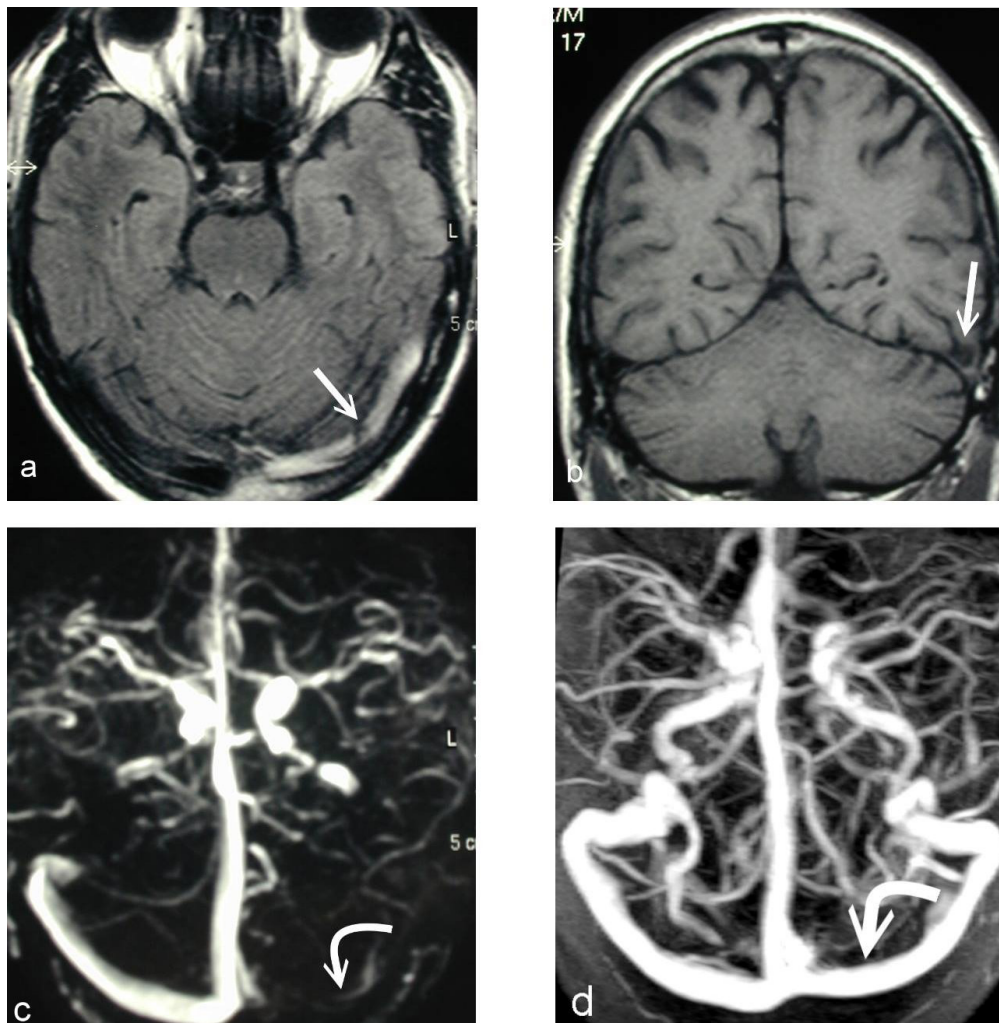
Externe MR-Bildgebung (a-c) incl. 2D TOF-MRV (c) sowie ec 3D-MRV (d) bei einem 43-jährigen Patienten, zugewiesen mit dem V.a. auf Sinusvenenthrombose. (a-b) Erhöhte Signalintensität (Pfeil) in der FLAIR-Sequenz (a), fehlendes Flow-Void (Pfeil) innerhalb des linken Sinus transversus im T1w-Spinecho-Bild (b) und Minderkontrast des Sinus transversus in der 2D TOF-MRV (c) – im auswärtigen MR-Befund als bildgebendes Korrelat einer Sinusvenenthrombose beschrieben. (d) Die ec 3D-MRV schließt bei regelrechtem Sinus transversus-Kontrast eine Sinusvenenthrombose aus, so dass auf eine antikoagulatorische Therapie verzichtet werden konnte.
